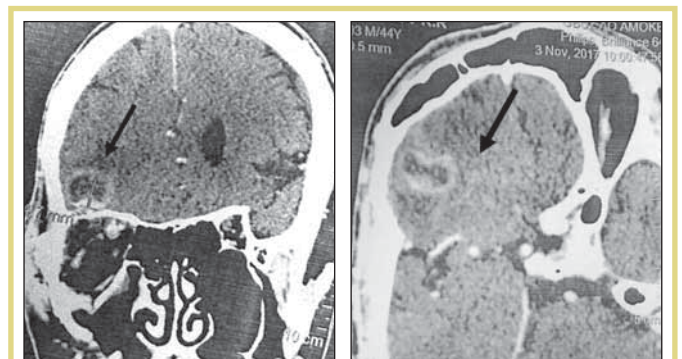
Формирование абсцесса правой лобной доли по данным КТ (12-е сутки госпитализации)
